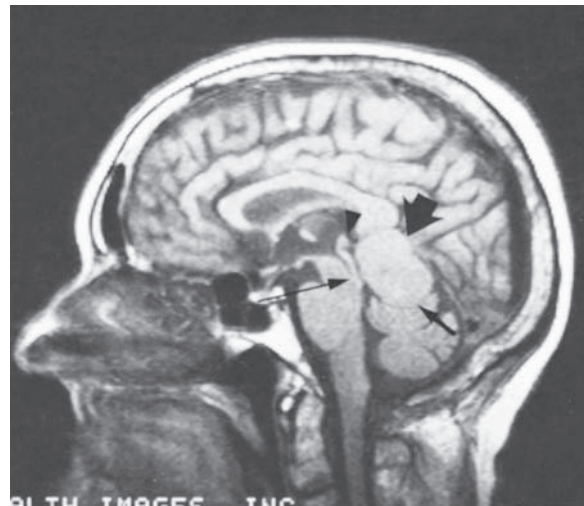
Pinealoma. La MRI en el plano sagital (arriba) muestra el tumor (flecha grande), que comprime el vermis superior (flecha más pequeña) y el acueducto (flecha de tallo largo). Un corte axial (abajo) muestra el tumor y la evidencia de hidrocefalia (flecha curva), tal vez resultado de compresión del acueducto. (Tomada de Bisese JH: *Cranial MRI*, New York, McGraw-Hill, 1991, con autorización.)
